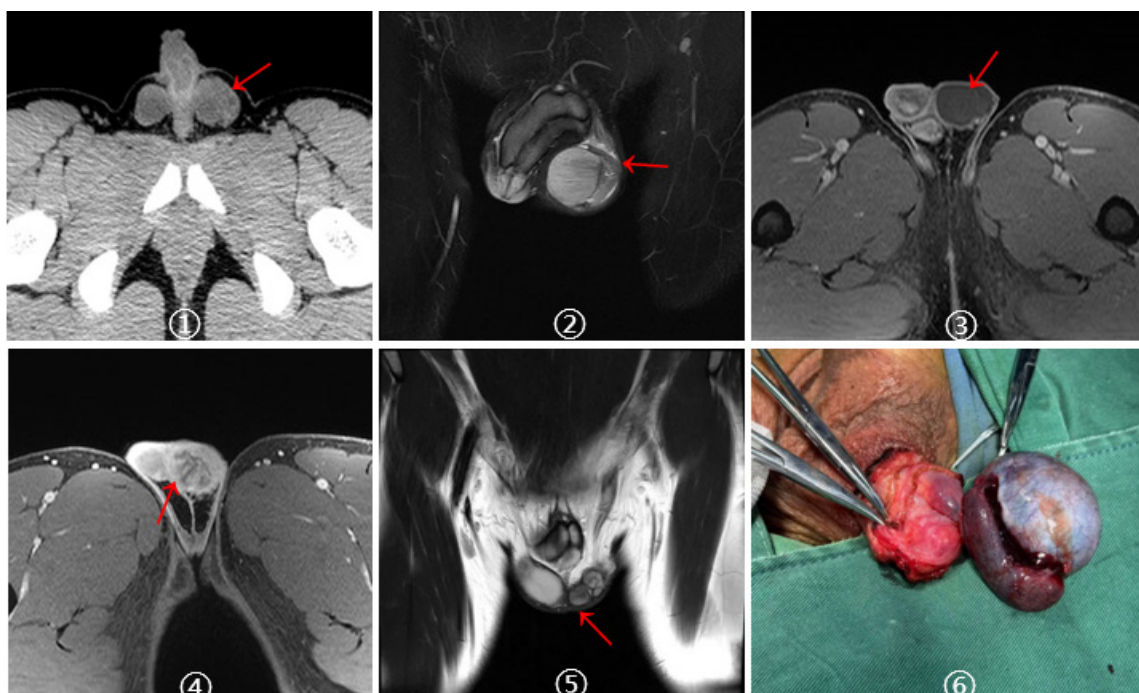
21岁,同一患者,不全性扭转,睾丸肿大,MRI示外周环状强化,实质强化减退、消失:复位后示条纹状无强化坏死区
